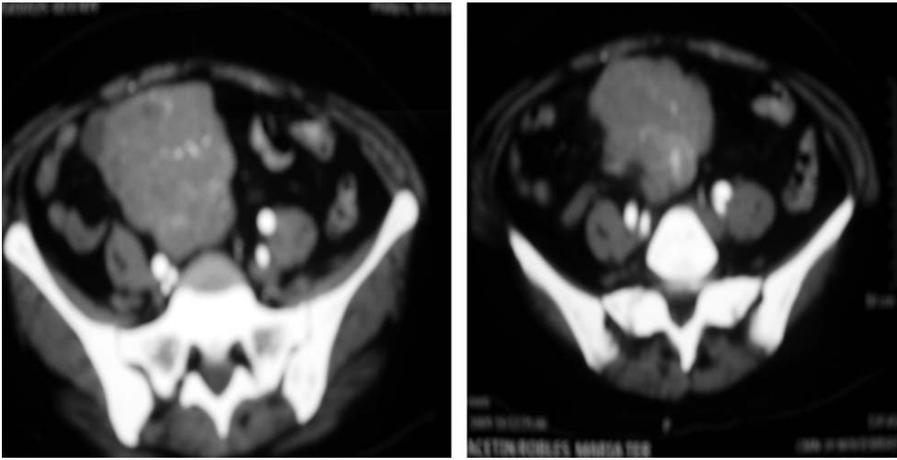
Imágenes de TAC con contraste IV, en donde se aprecia lesión localizada en la fosa iliaca derecha, de forma ovoidea y bordes lobulados, que muestra trayectos vasculares en su interior que se opacifican con la aplicación del medio de contraste IV y que desplaza las estructuras adyacentes, los médicos tratantes sospechaban de una tumoración intestinal.
